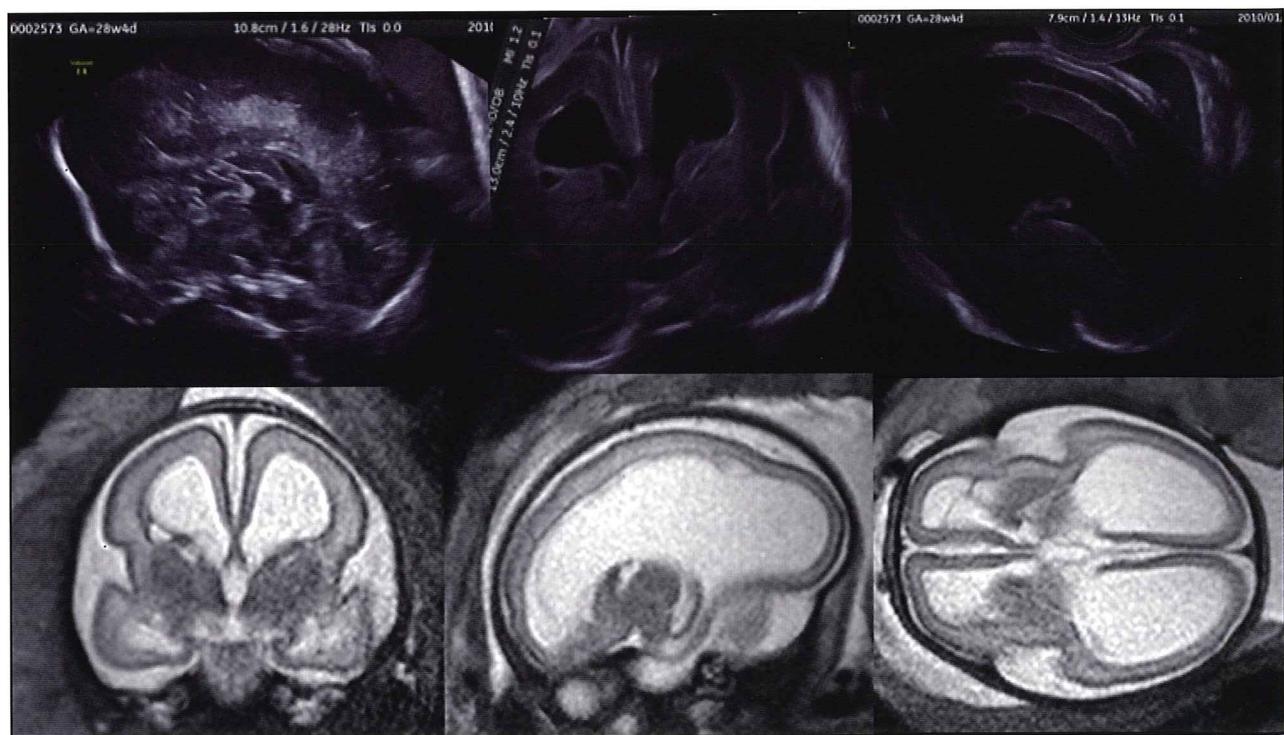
症例7（先天性ニューロパチー）の胎児超音波画像とMRI画像
